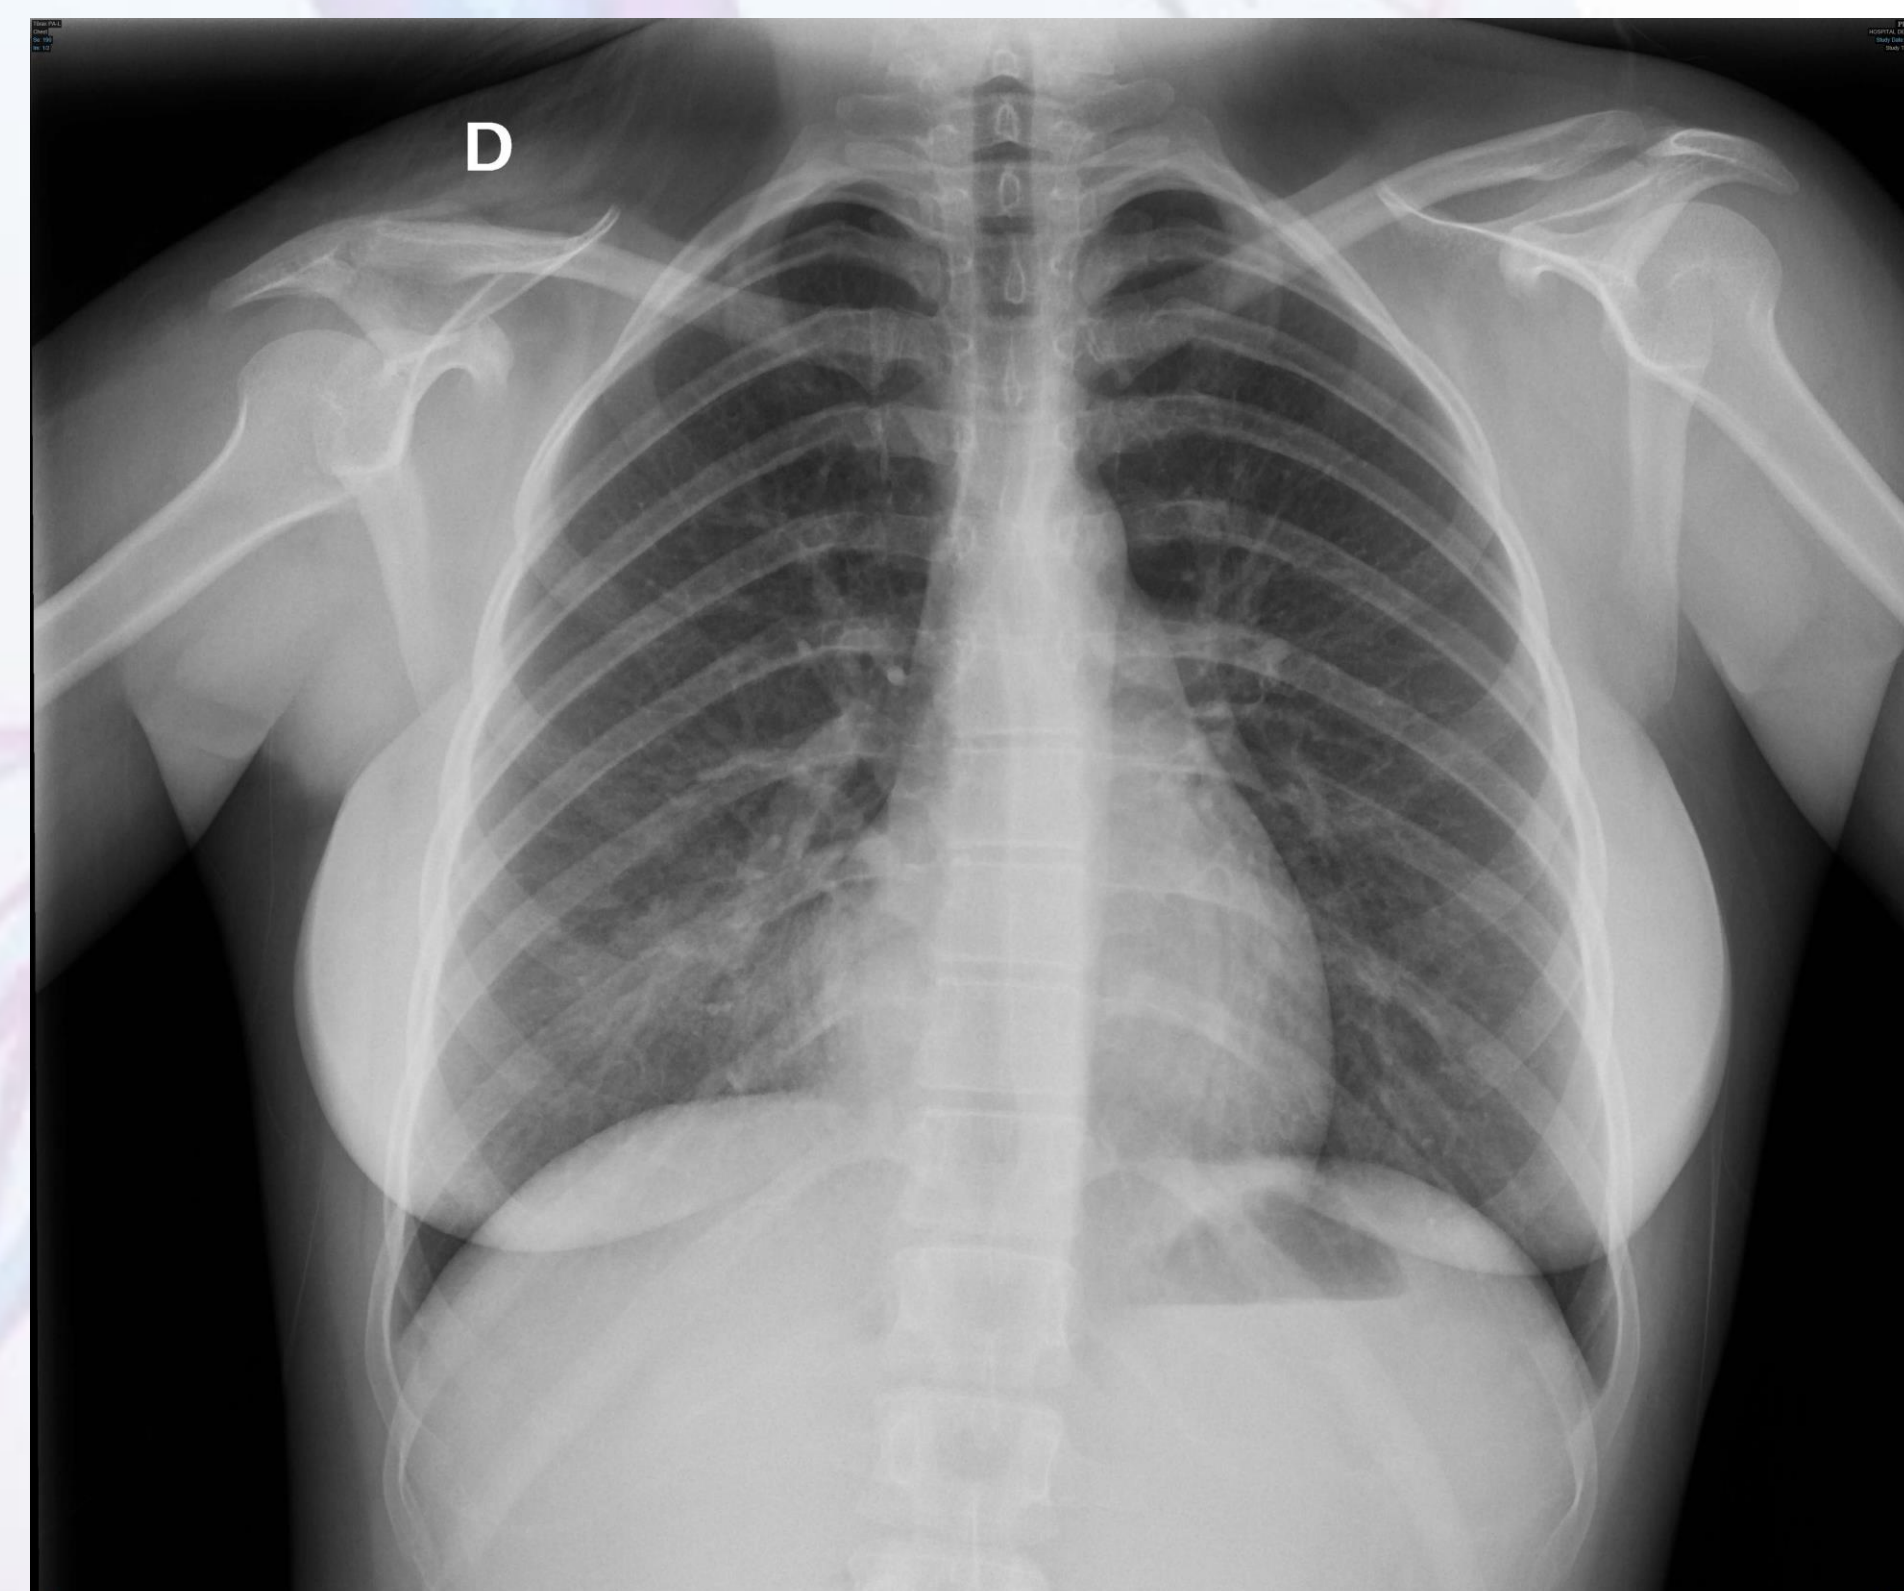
Radiografía de tórax: aumento de densidad en lóbulo medio
